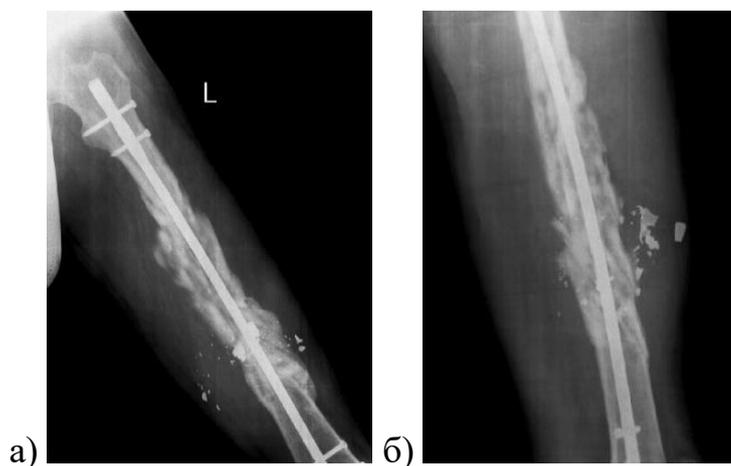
Раненый Л., 37 лет. Рентгенограммы левого бедра через 8 мес. после внутреннего остеосинтеза: а) прямая проекция; б) боковая
